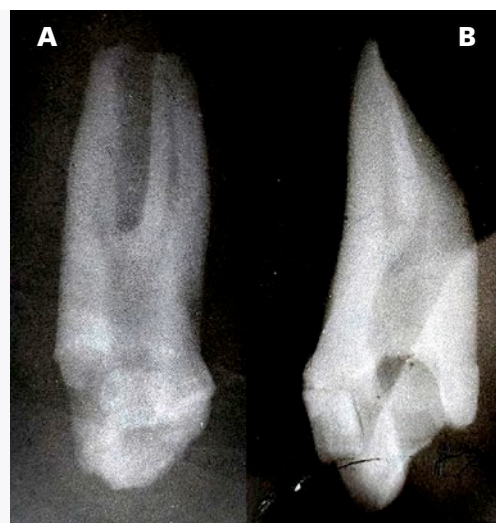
Radiografía del órgano dentario 53 extraído. A) Radiografía por la pared vestibular; B) Radiografía por la pared mesial.
